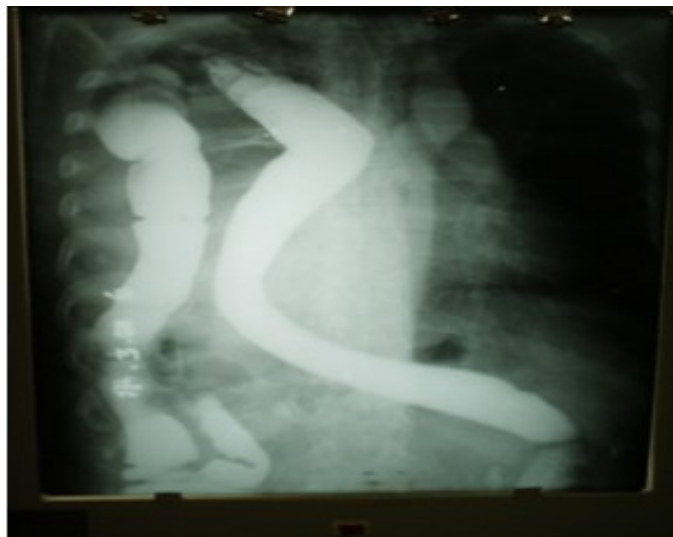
Radiografía de colon por enema en la cual se observa parte del colon derecho, transverso y estómago ascendidos a la cavidad torácica.
